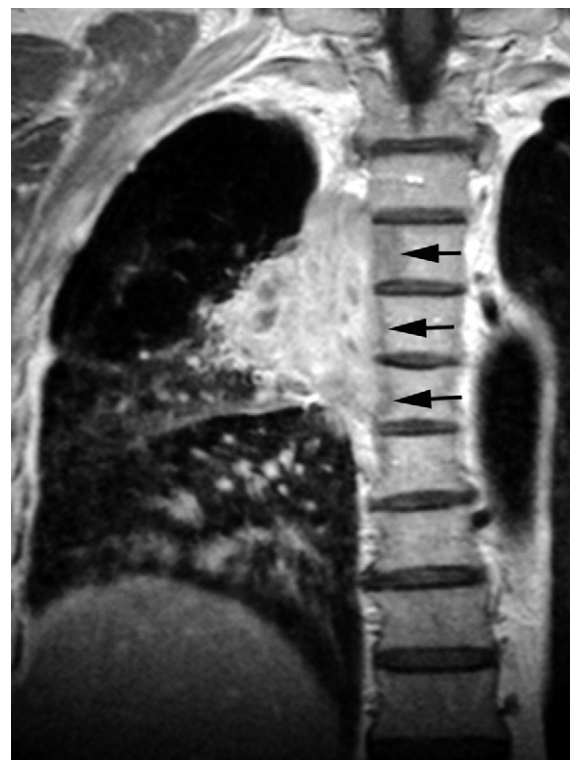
Coupe frontale IRM en pondération T1 avec injection de produit de contraste.
